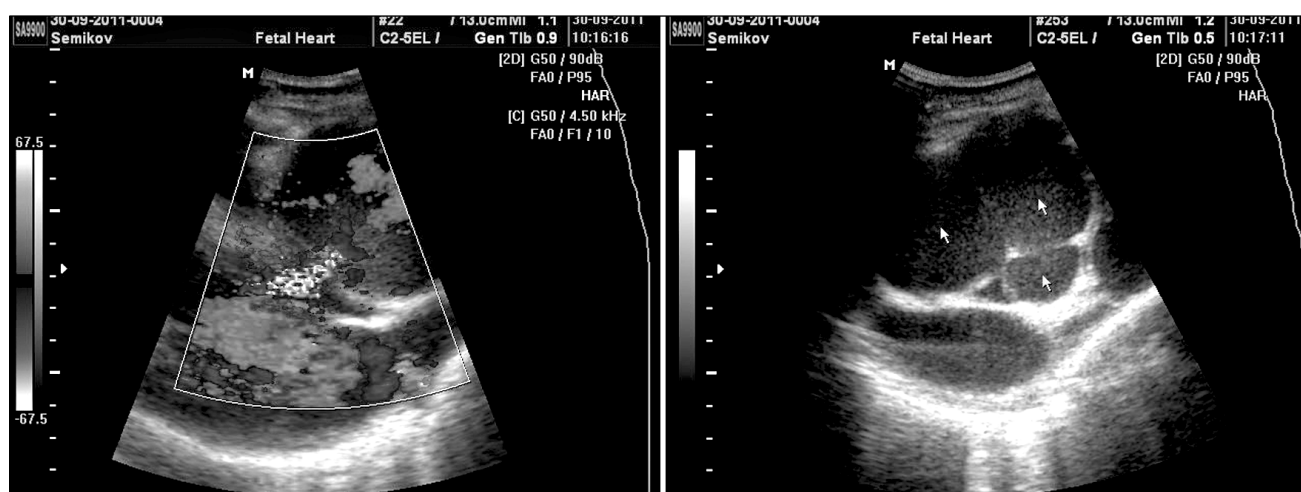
Эхокардиограмма 3.
